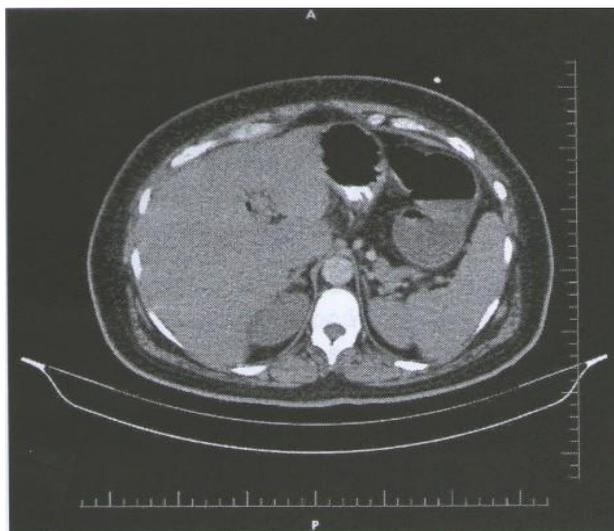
TC de abdome: Vesícula biliar contraída).
